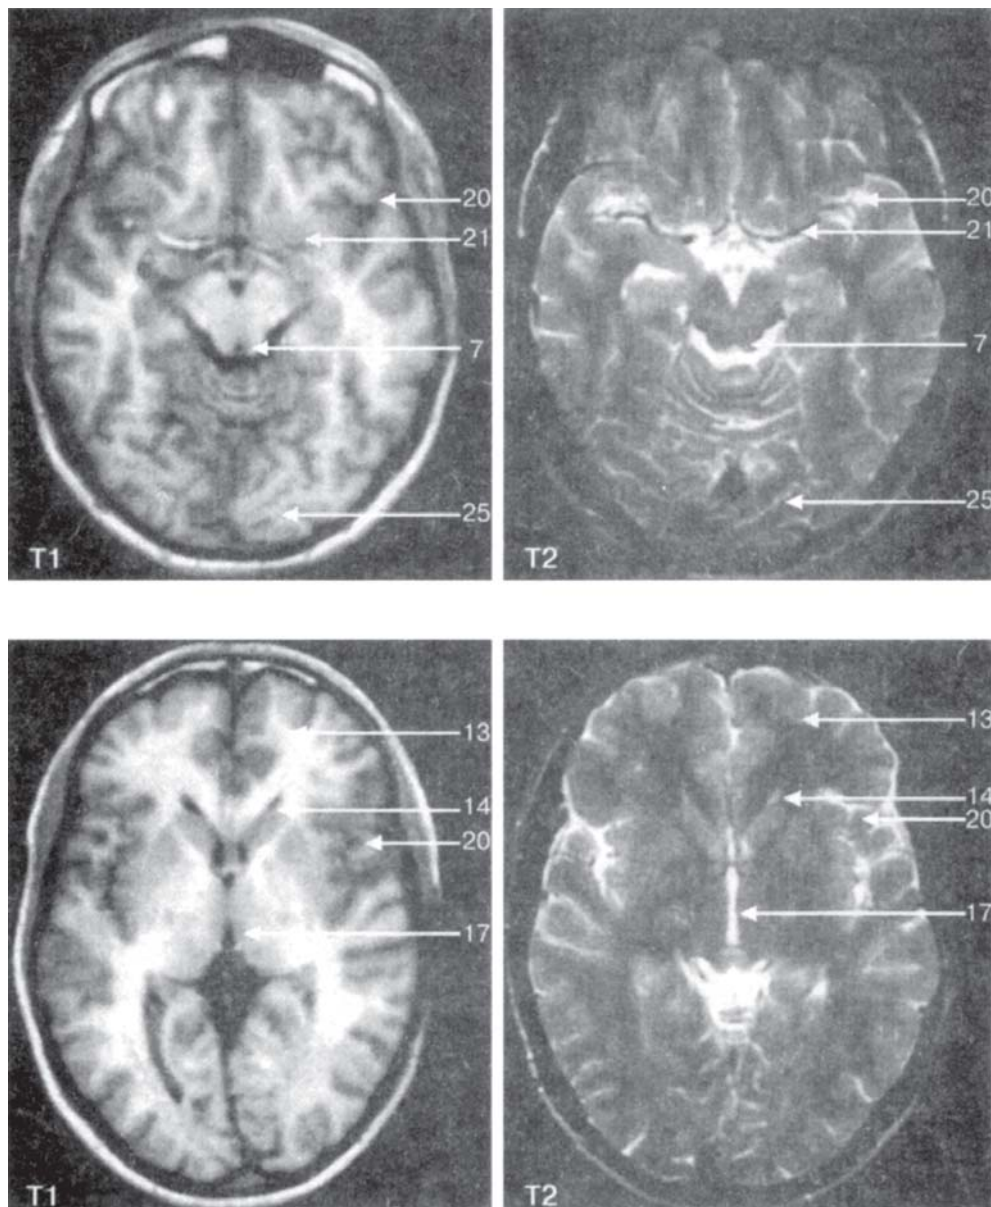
T1- и T2-взвешенные томограммы головного мозга в норме в аксиальной плоскости на уровне среднего отдела:
